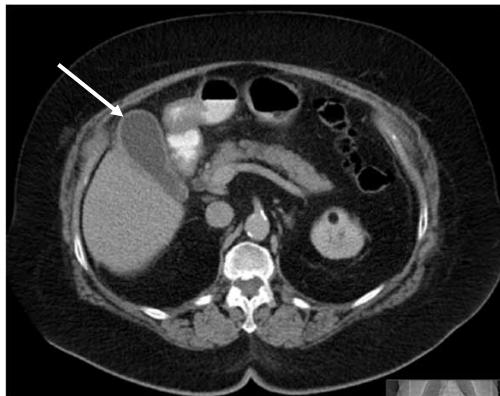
Präoperative CT, transversale Aufnahme, sehr gute Bildqualität, Wandverdickung der Gallenblase bei Cholecystitis
